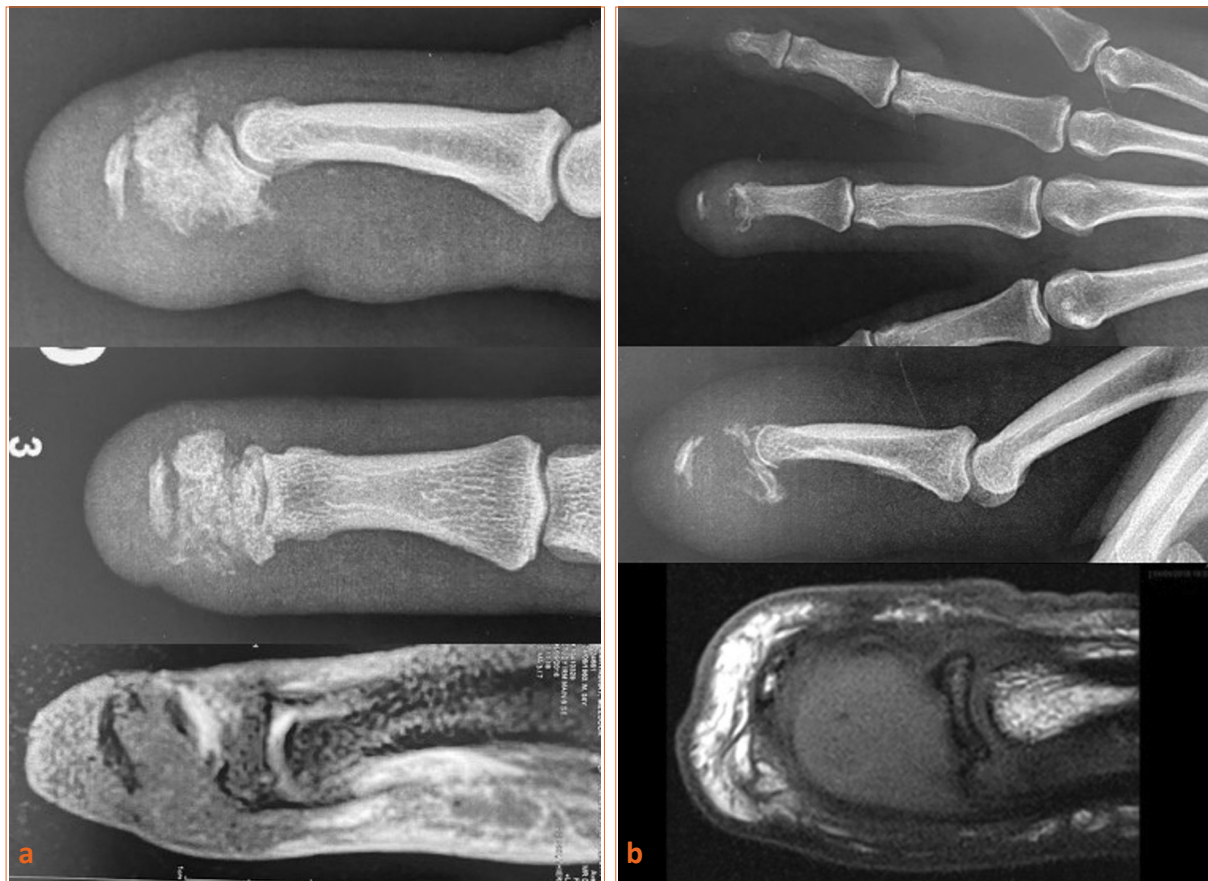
(a, b) Kyste épidermoïde post-traumatique de P3 récidivé trois fois, envahissant peu à peu P3. Le mapping précis par l'IRM (Pr Drapé, Cochin) a permis de planifier une quatrième intervention avec un jour circonférentiel sur P3 et un curetage complet. L'évolution s'est faite vers la consolidation de P3 et l'assèchement définitif, sans apport osseux.
